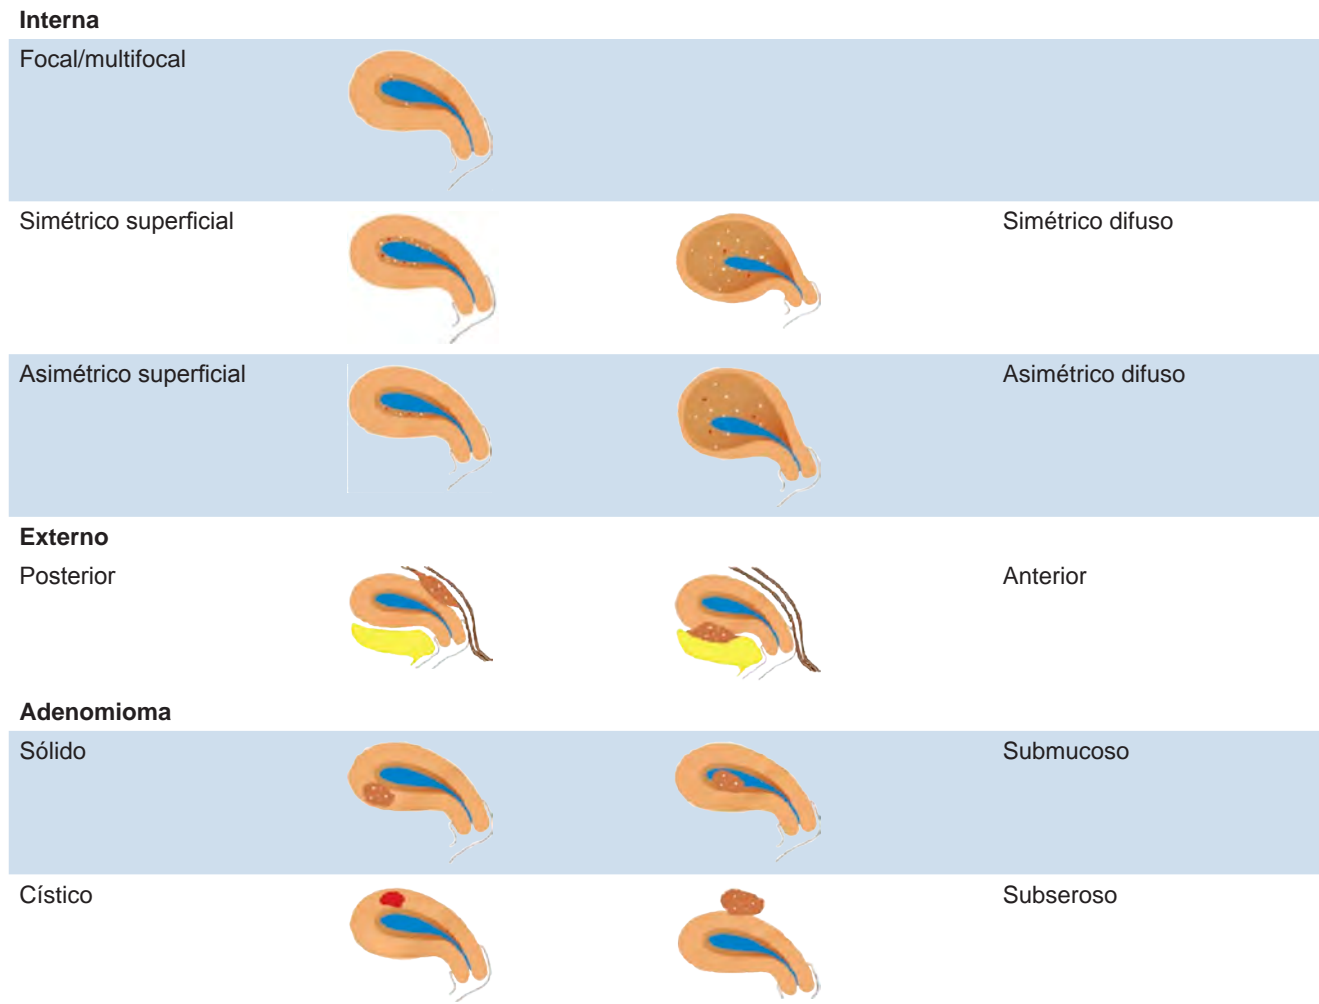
Clasificación de la adeniosis por resonancia magnética. Modificada de: Tan J.¹²
